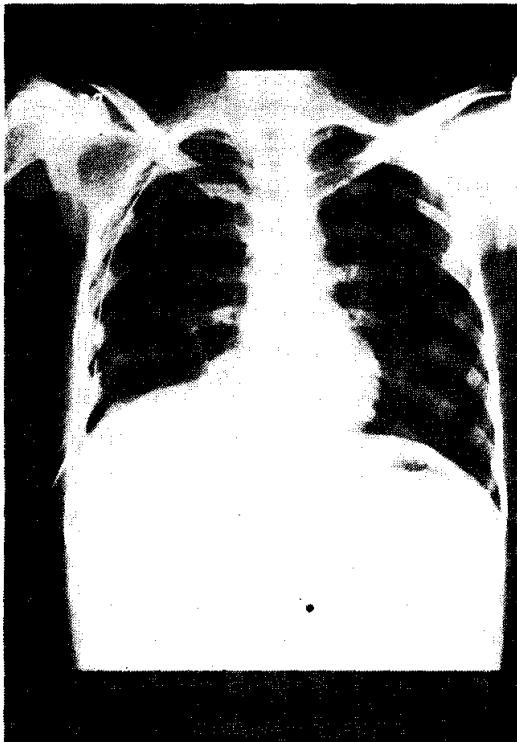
Postoperative 13th day roentgenogram of Chest P-A.
